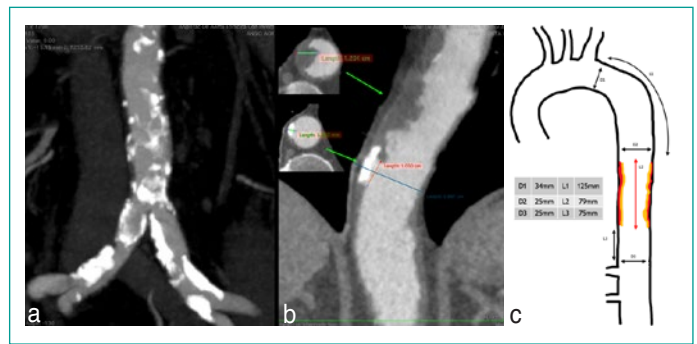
a. Tomografía Preoperatoria con Enfermedad aortoiliaca TASC D, GLASS 2A, Medidas de ambas arterias ilíacas comunes de 7mm y de ambas arterias ilíacas externas de 6mm. b. UAP y HIM. c. Planificación preoperatoria.
